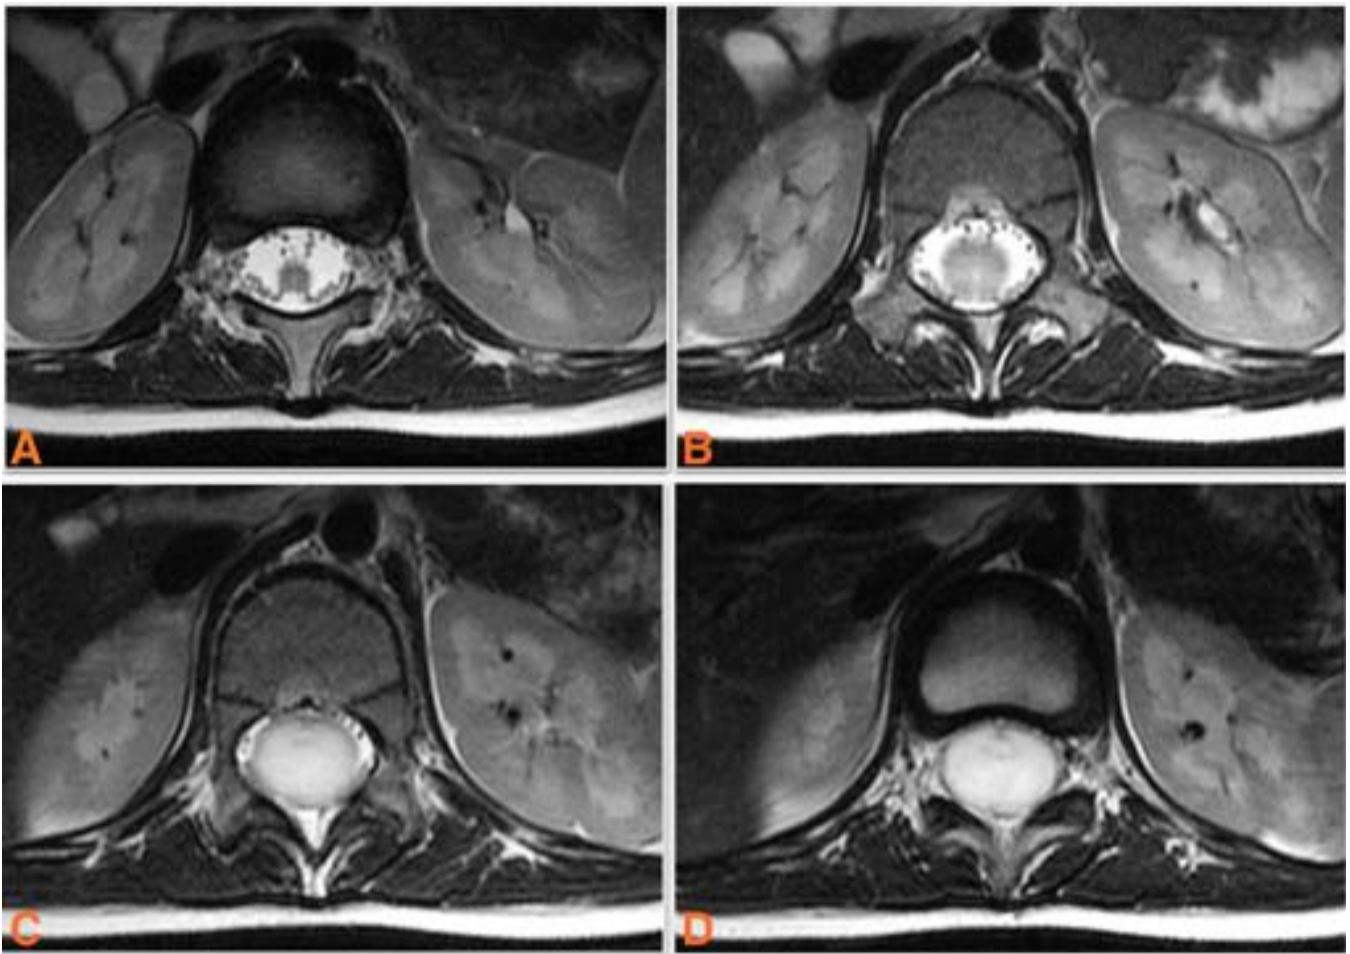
El mismo paciente. imágenes axiales consecutivas de RM potenciadas en T2 que revelan una masa central, extensa y bien definida, con señal hiperintensa en relación con la médula espinal.
